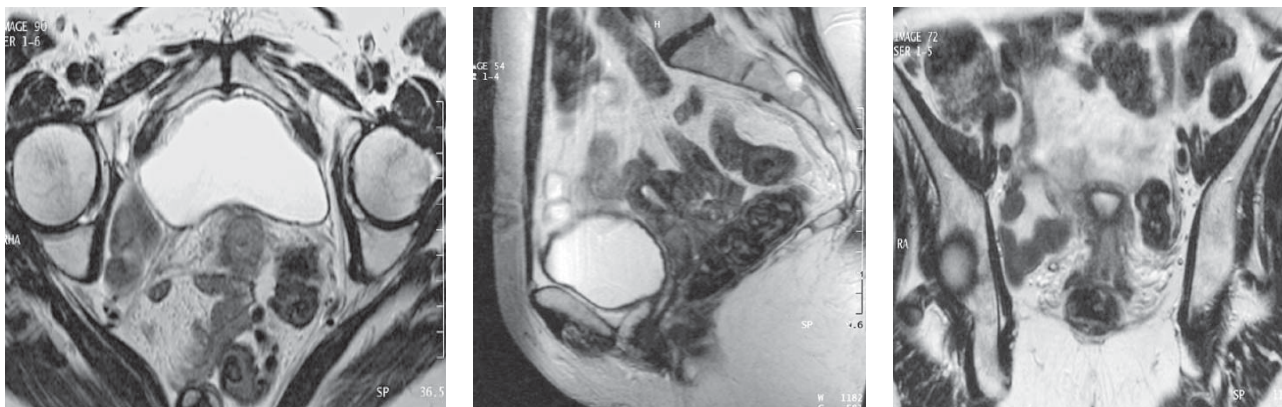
Cupele axială, sagitală și coronală în T2. IRM pune în evidență o leziune circumscripă, centrată pe endocol, în hipersemnal în T2. Hiposemnalul stromei fibroase cervicale este întrerupt în toată grosimea sa în spatele parametriului stâng la fel și în partea sa posterioară
